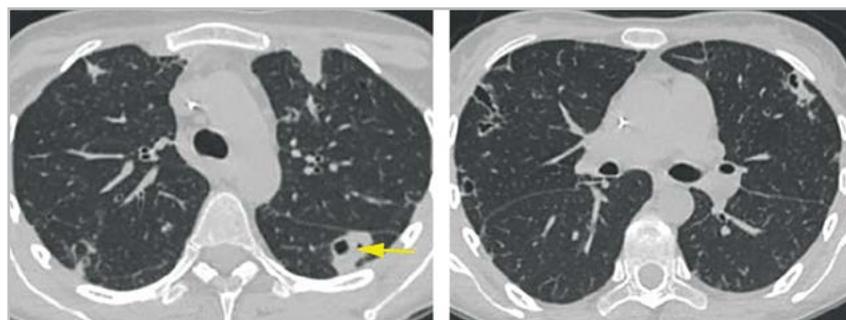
МСК-томограммы органов грудной полости больной Г., 36 лет, выполненные на разных уровнях с болюсным контрастным усилением, венозная фаза. Множественные мелкие субплевральные абсцессы легких (стрелка)
